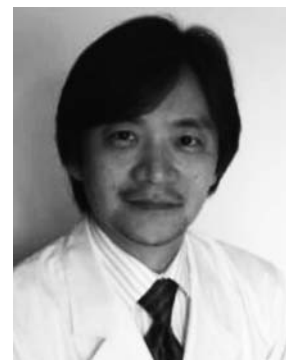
佐久間浩：霞富士雄の片腕として乳房超音波の臨床研究を行い、多くの著書を残した。
